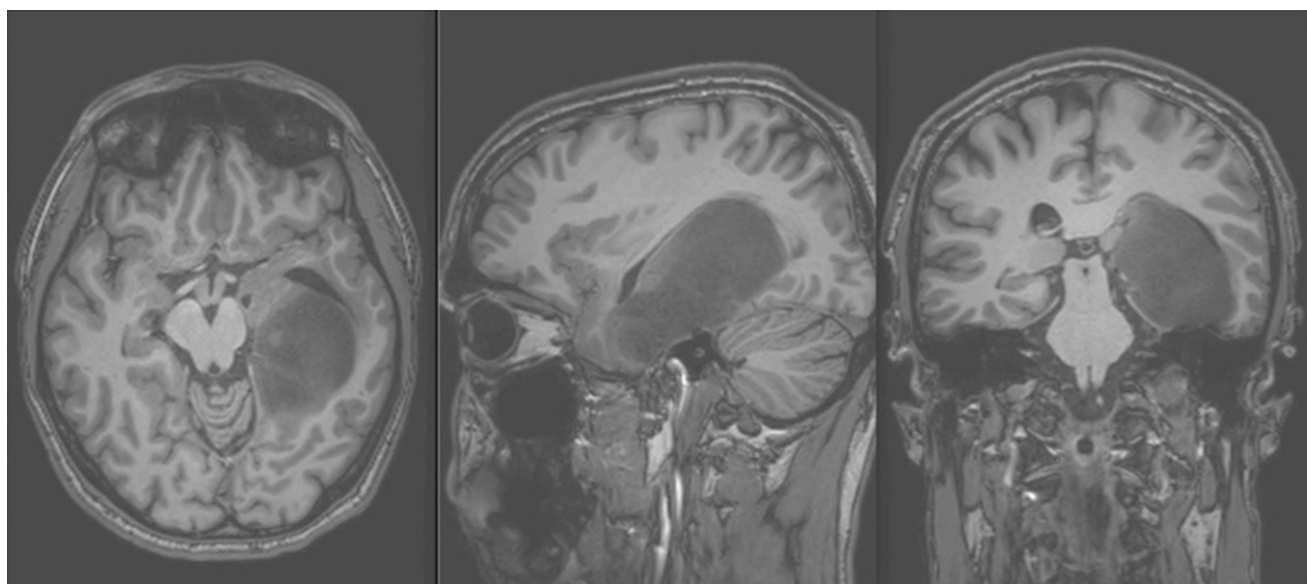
Different Slices of T1 Weighted MRI of Brain showing Insular Glioma
